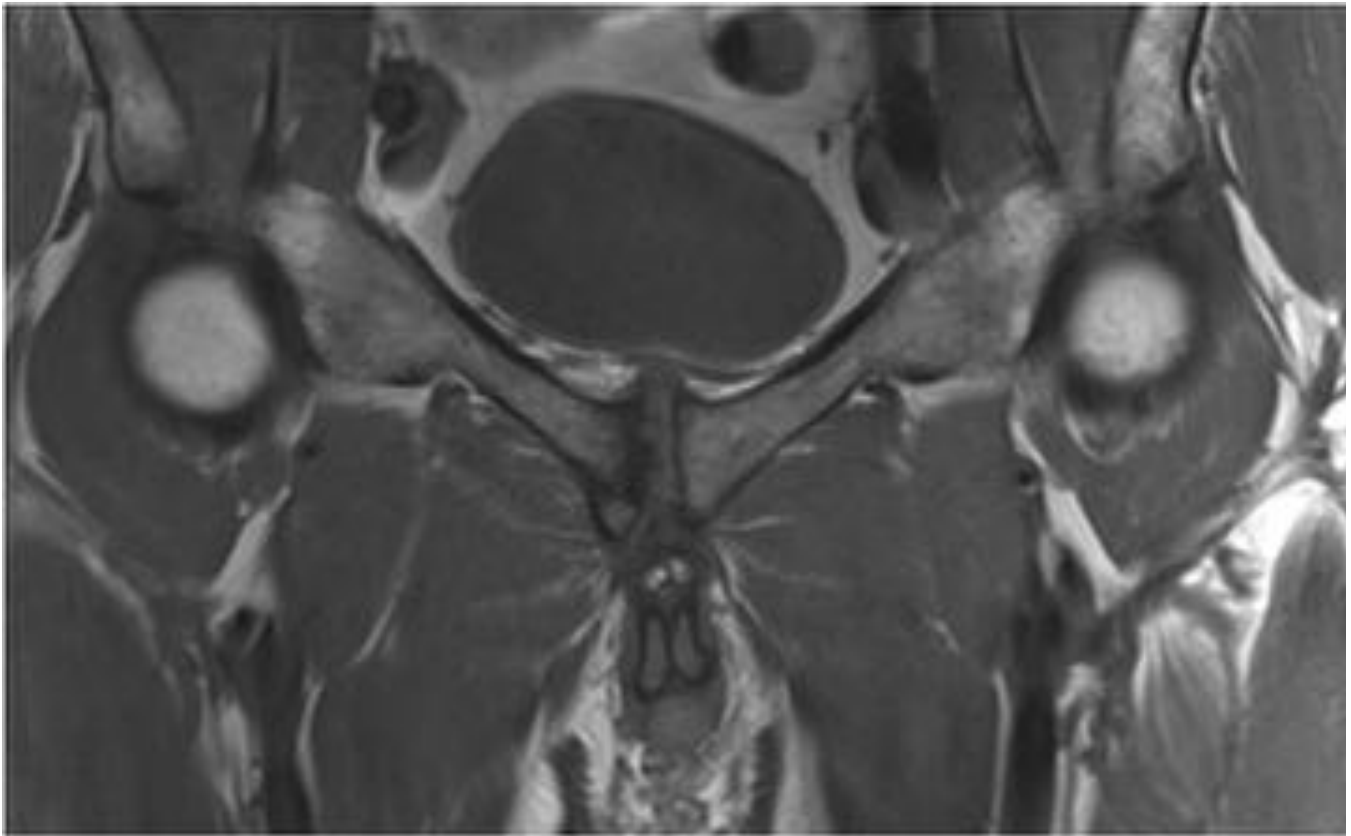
RM coronal T1 a través de la sínfisis del pubis que muestra irregularidad cortical, con aspecto erosivo, e hipointensidad del hueso medular compatible con edema de predominio en la vertiente derecha de la articulación
